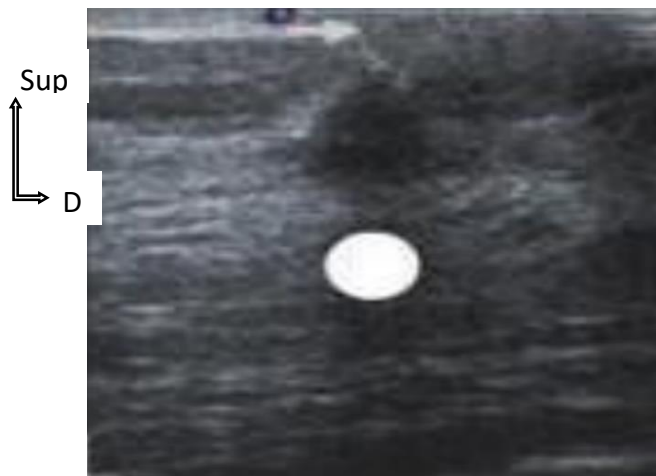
Image échographique de la maladie de Paget du mamelon [39]
